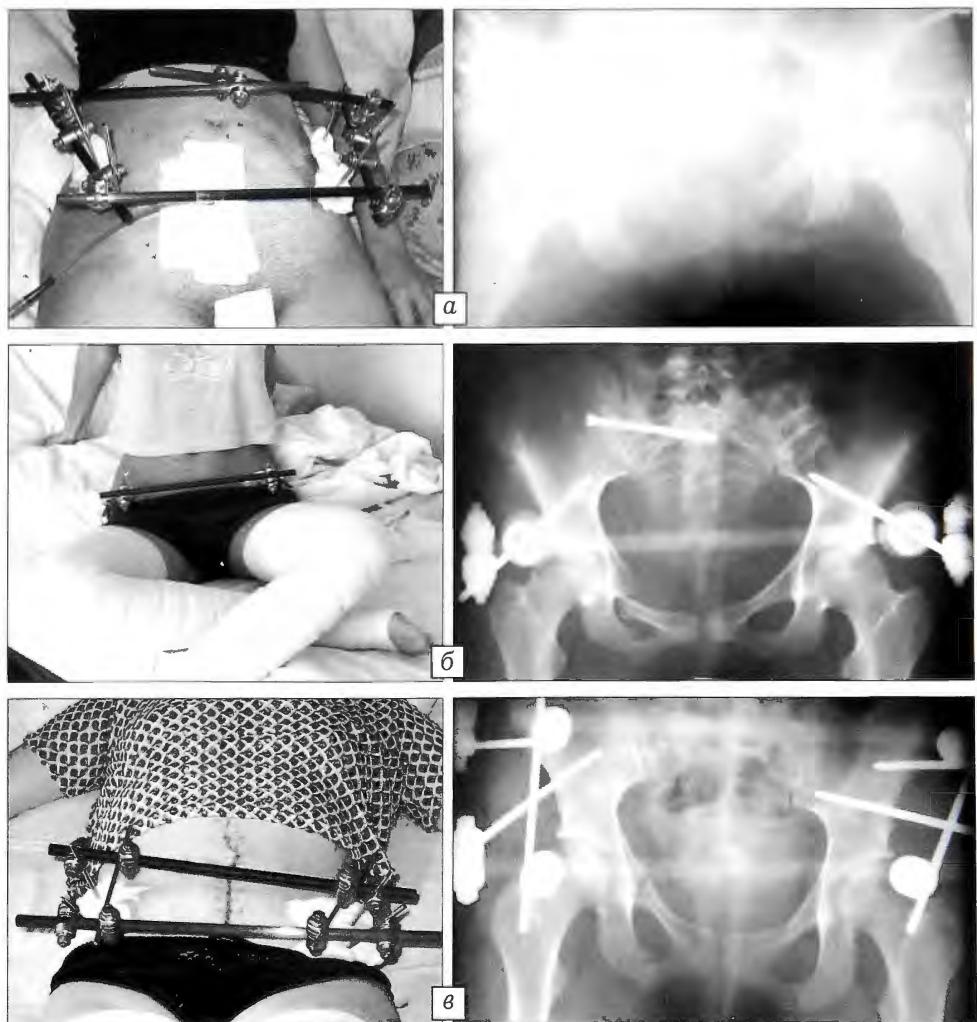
Внешний вид пациента и рентгенограммы таза при передневерхнем (а), передненижнем (б) и комбинированном (в) варианте установки АНФ.
